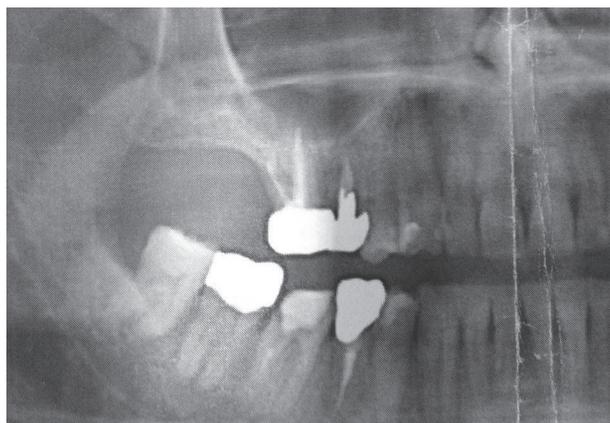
Esame radiografico iniziale. Notare i rapporti diretti tra gli apici radicolari degli elementi distali del primo quadrante con il seno mascellare
